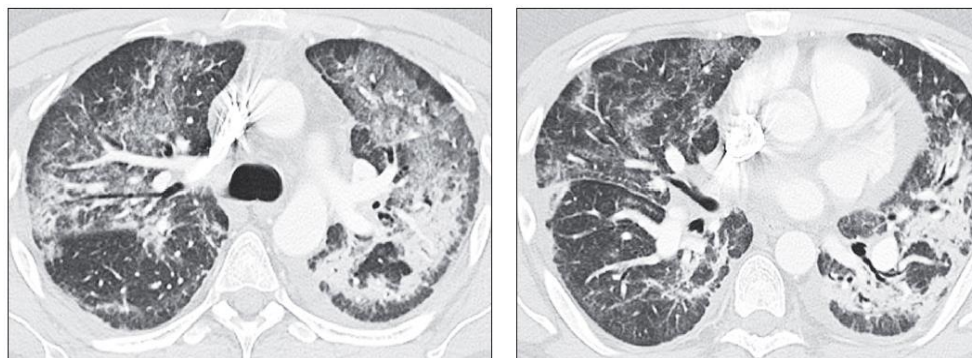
TC axiales con patrón sugerente de organización neumonía (17).
